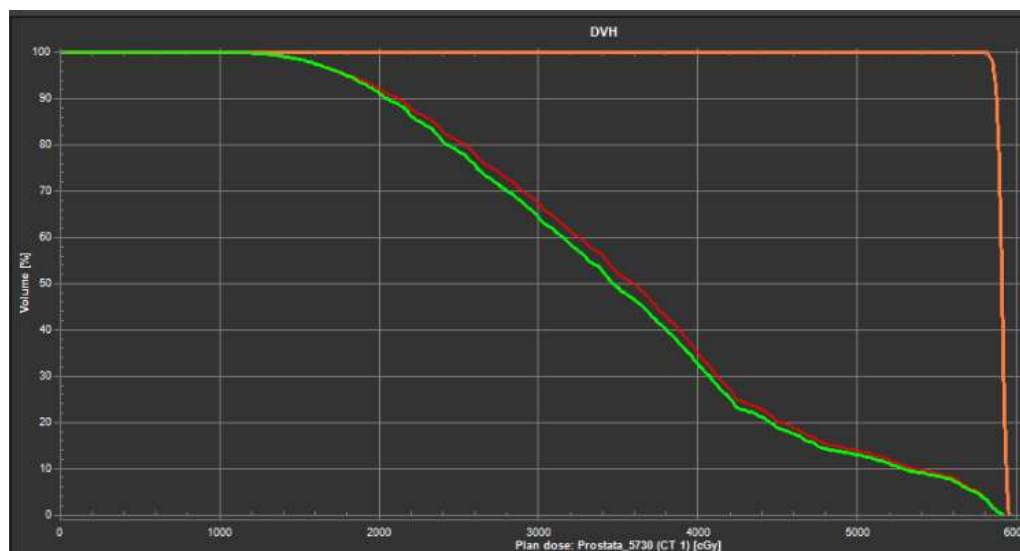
Curvas de dosis del CTV 57 (salmón) y recto (verde) proyectadas por el RDI desde todas las imágenes kvCBCT a la TAC de planificación.
